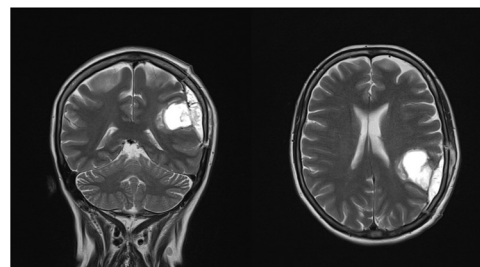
Resonancia magnética contrastada con gadobutrol; corte sagital (A) y transversal (B). Se aprecian en secuencia T2 contrastada cambios posquirúrgicos por resección de lesión en región parietal izquierda con craniectomía parietal ipsilateral y se observa realce paquimeníngeo adyacente al sitio quirúrgico, realce leptomeníngeo fino difuso, y prominencia de surcos y cisuras por pérdida de volumen del parénquima cerebral. Imagen tomada con resonador magnético de 1.5 Tesla. Fuente: Los autores.
